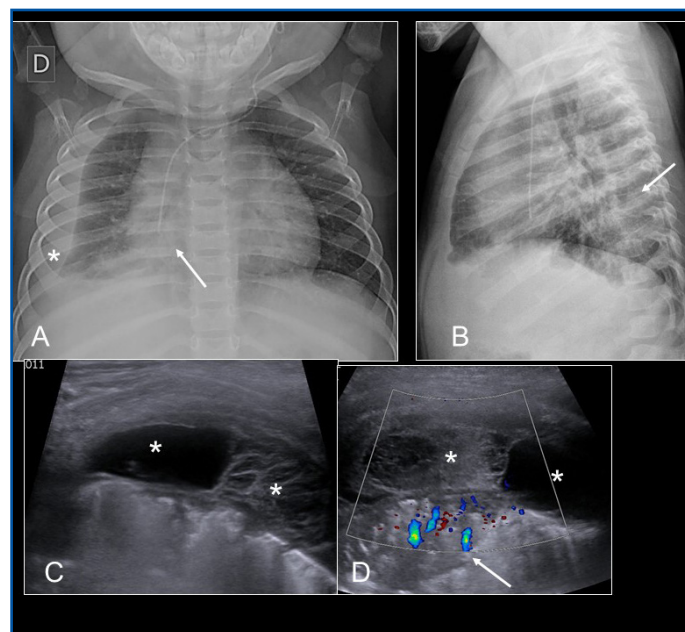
9 MESES. NEUMONÍA BASAL DERECHA CON DERRAME PLEURAL TABICADO. RX DE TÓRAX AP (A) Y LATERAL (B) MUESTRAN NEUMONÍA DEL LÓBULO INFERIOR DERECHO (FLECHAS), ASOCIADA A DERRAME PLEURAL (*). ULTRASONOGRAFÍA (C, D) MUESTRA UN DERRAME PLEURAL BASAL DERECHO TABICADO (*) Y ZONA DE CONDENSACIÓN PULMONAR CON FLUJO VASCULAR EN ESTUDIO DOPPLER (FLECHA).
